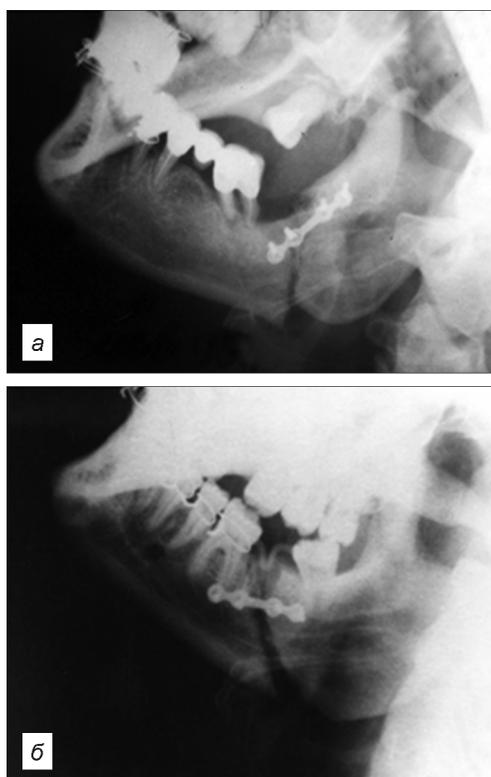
Рентгенограммы нижней челюсти, иллюстрирующие вторичную дислокацию костных фрагментов, при использовании одной мини-пластины, расположенной вдоль альвеолярного края нижней челюсти.
